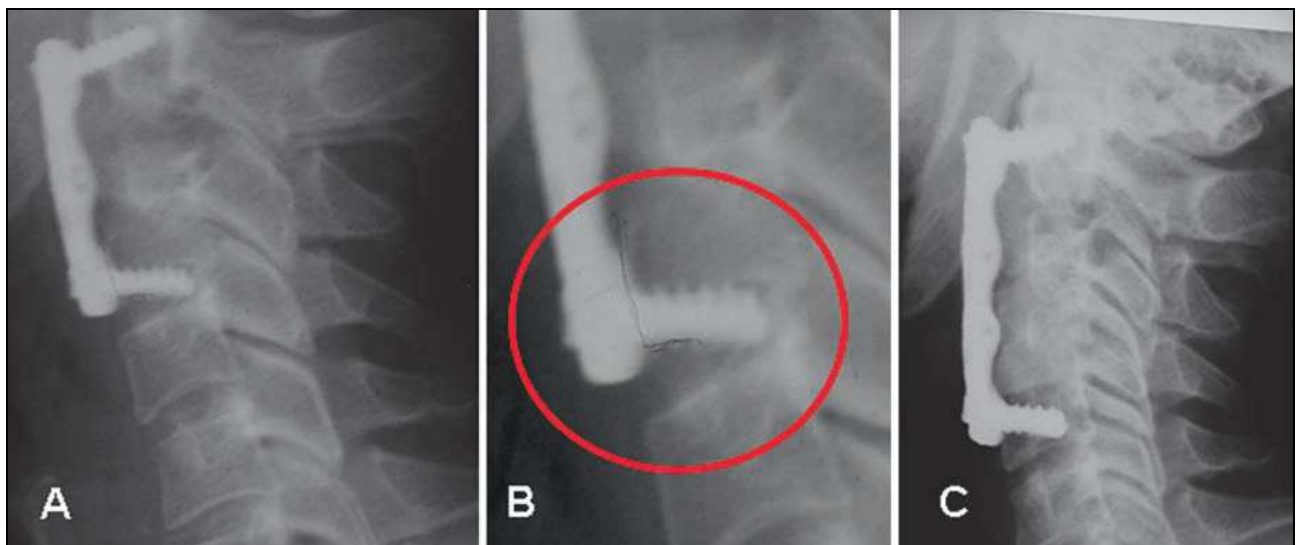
Figure n 40 : (A, B, C) Radiographie de profil d'un patient chez qui la vis inférieure a été positionnée de pénétrer dans l'espace intervertébral. Cercle montre un agrandissement de la vis de malposition.[46]
